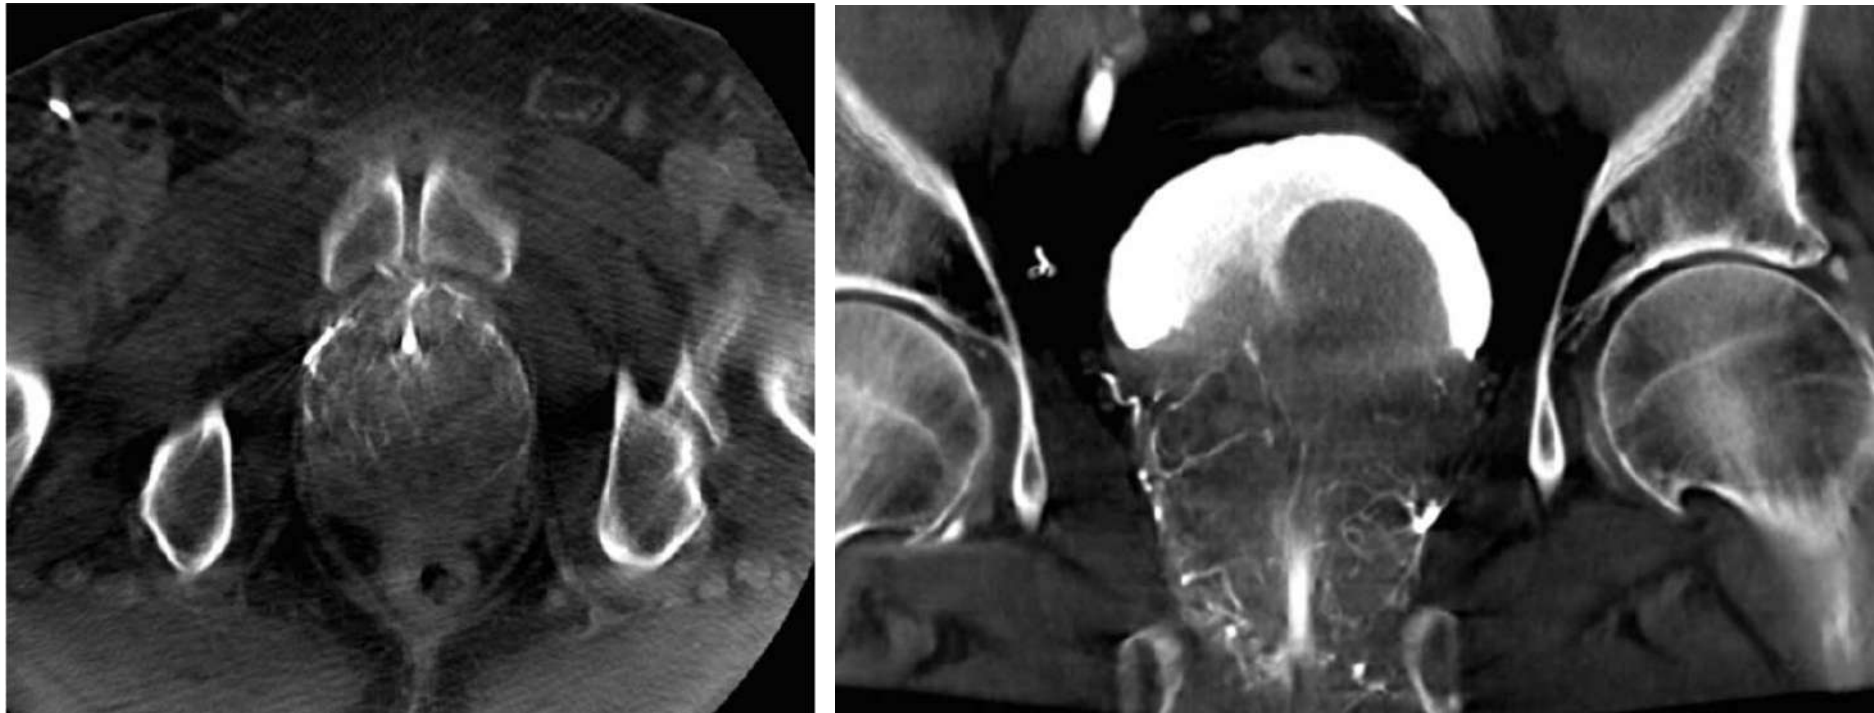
(a-b): Imágenes cone-beam CT para demostrar teñido de contraste en la hemi-glándula prostática, que asegura la posición correcta del microcatéter.
